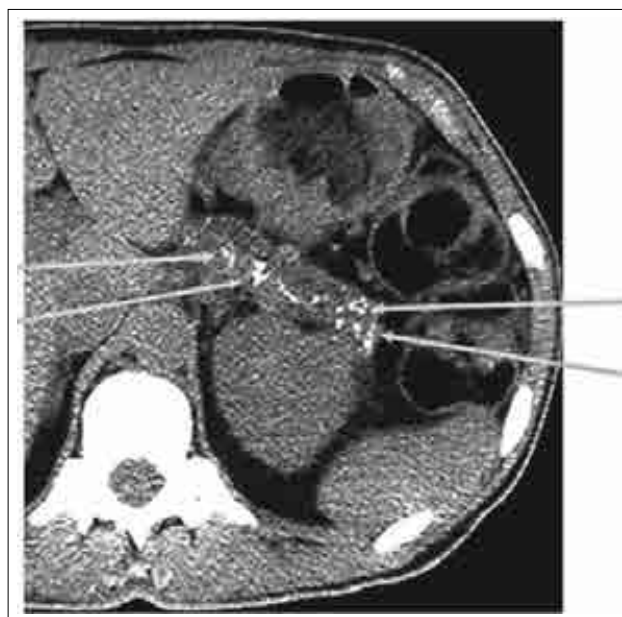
Компьютерная томограмма больного. Стрелки указывают на кальцификаты тела и хвоста поджелудочной железы
